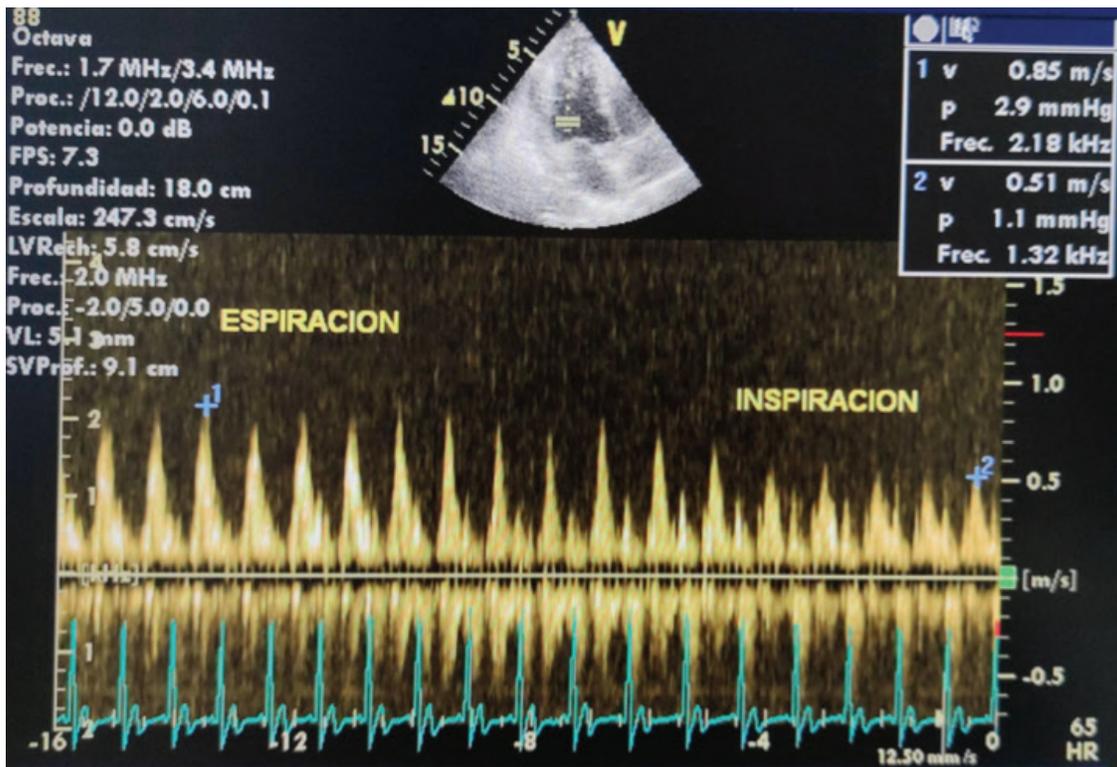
Ecocardiograma transtorácico, modo Doppler pulsado del flujo mitral. Se objetiva descenso de más del 30% en la onda E mitral con la inspiración
